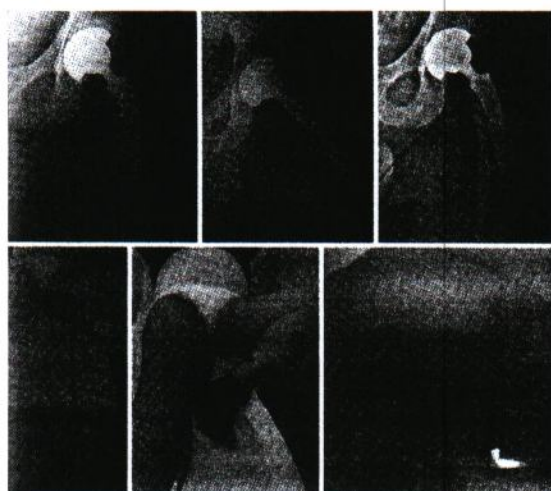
Quadro radiografico post-operatorio ed a 6 mesi di uomo di 45 anni, BMI 28,9 trattato con protesi a conservazione di collo. In basso: recupero motorio a 2 mesi.
